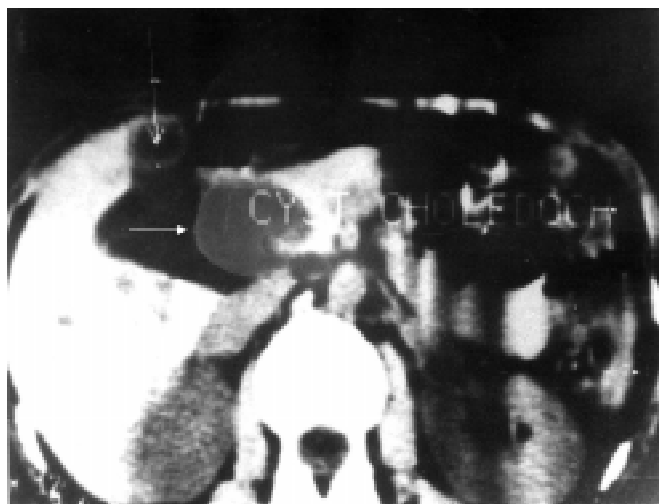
КТ — картина кистозноизмененного общего желчного протока
